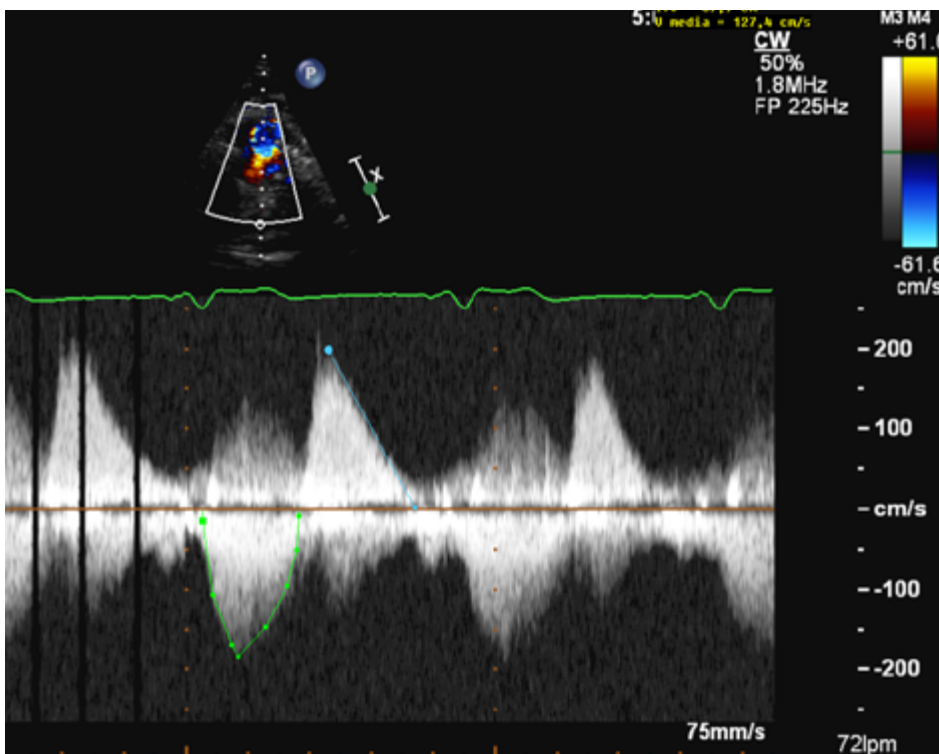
Doppler continuo del flujo pulmonar. La curva de doppler (trazo verde) muestra la curva de velocidad transvalvular pulmonar anterógrada, de donde se extrae el gradiente medio (media del área bajo la curva) y el gradiente pico en mmHg (ecuación de Bernoulli). La línea azul es la medición del tiempo de hemipresión que se usa para cuantificar el grado de IP.
